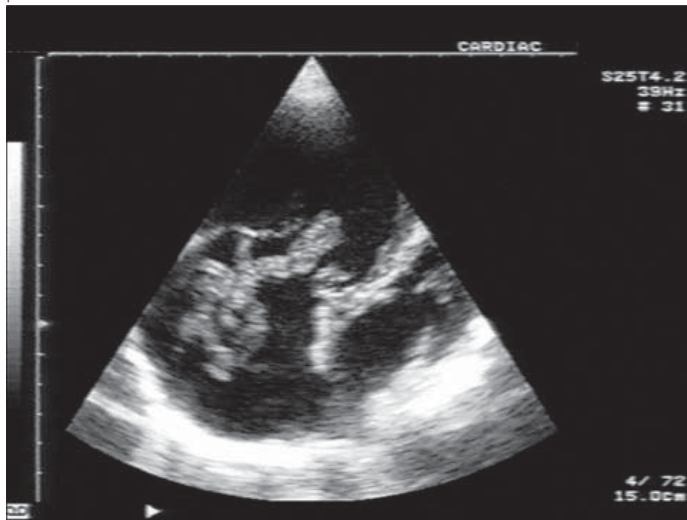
Dilatace pravé komory srdeční u nemocné se submasivní plicní embolií na CT angiografii
